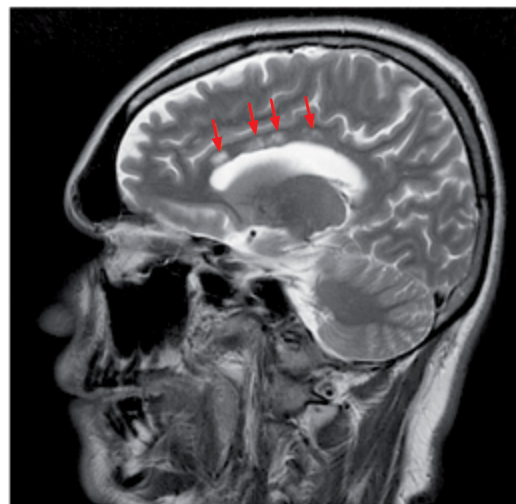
Imagen por resonancia magnética cerebral. En el corte sagital se visualiza lesiones hiperintensas en cuerpo caloso (flechas rojas) en fase de Recuperación de la inversión atenuado de fluido (T2 FLAIR).
